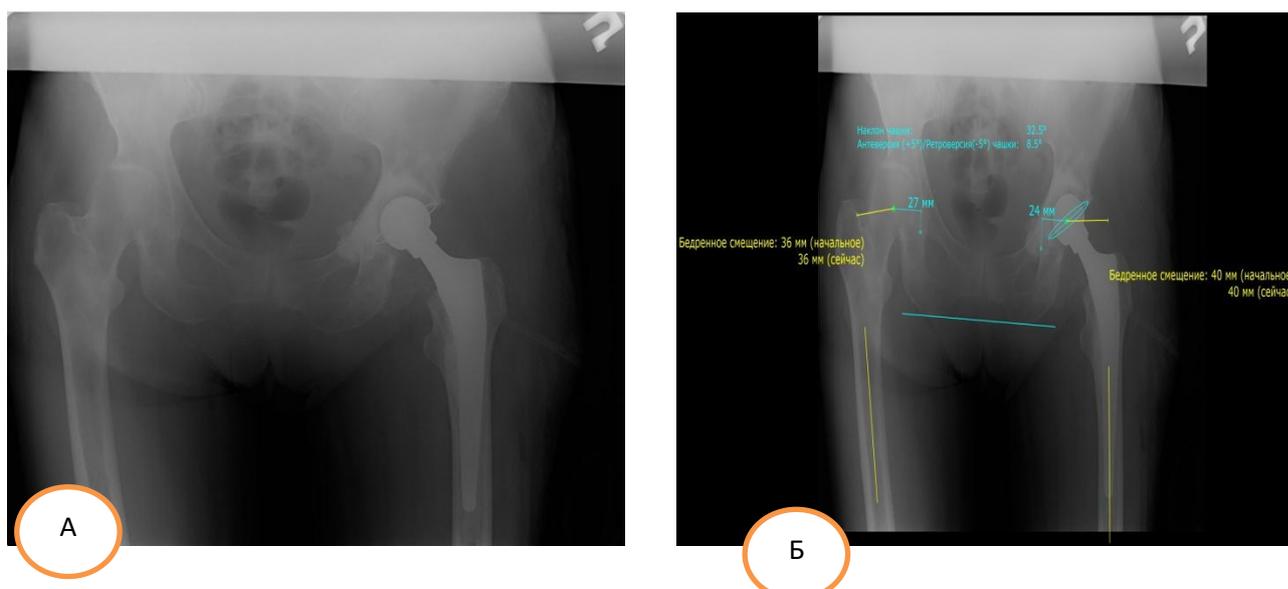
А – послеоперационная рентгенограмма;
